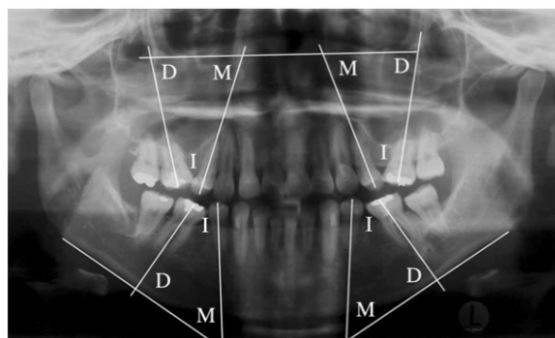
angles mesurés sur la radiographie panoramique : I : angle interdentaire ; D : angle distal ; M : angle mésial(34)
